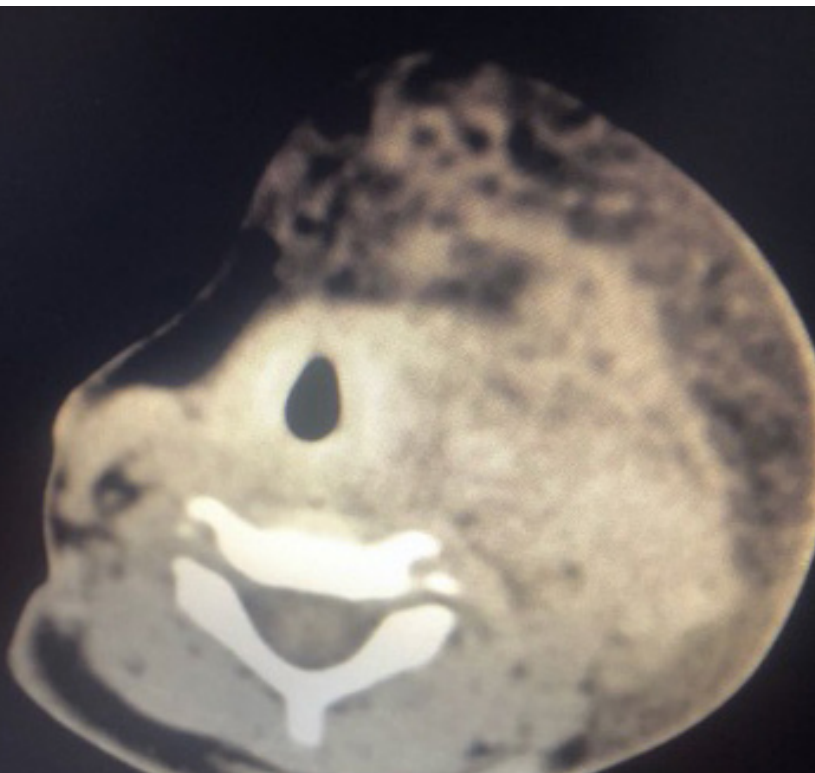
Tomografía de cuello donde se aprecia adenopatía submaxilar sin presencia de líquido.
